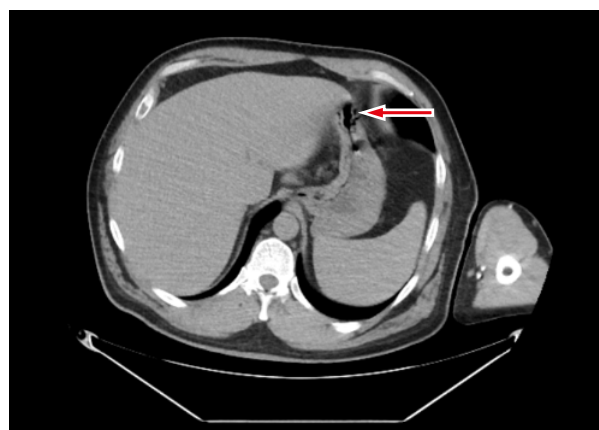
Компьютерная томография. Аксиальный срез брюшной полости. Стрелкой указано циркулярное утолщение стенки антрального отдела желудка
